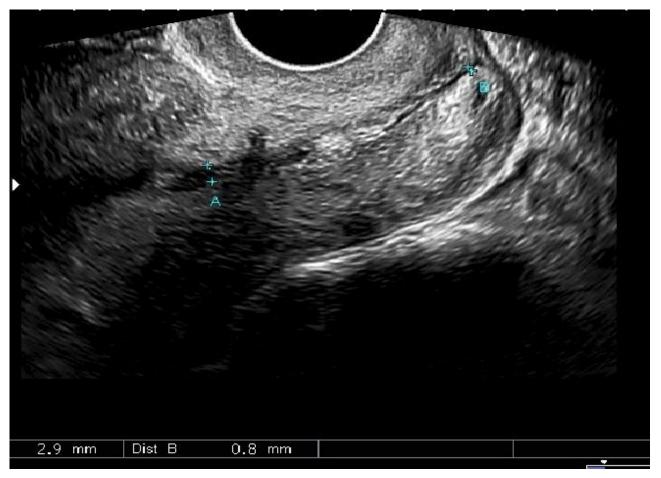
УЗИ шейки матки беременной 29 лет при сроке беременности 13 недель и наличии эрозии шейки матки и эндоцервицита (группа сравнения). Сканирование шейки производилось трансвагинально, матки строго саггитальном сечении, при условии нормотонуса миометрия и опорожненного мочевого пузыря. Шейка матки цилиндрической формы, не деформирована. Длина шейки матки по цервикальному каналу 41 мм. Диаметр цервикального канала на всём протяжении 0,8 мм (норма), срединные структуры цервикального канала выраженную неоднородность на фоне воспалительного процесса - эндоцервицита. Форма внутреннего зева не изменена, диаметр увеличен до 2,9 мм.
